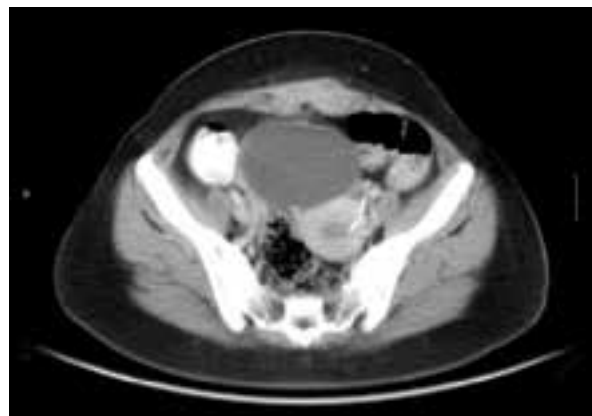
TAC Abdómino-pélvico.
